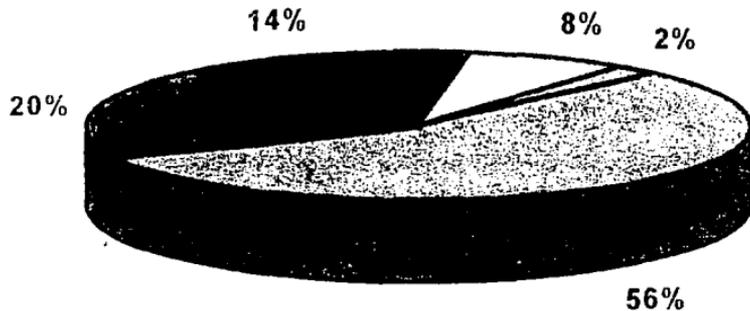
PATRON ULTRASONOGRAFICO
